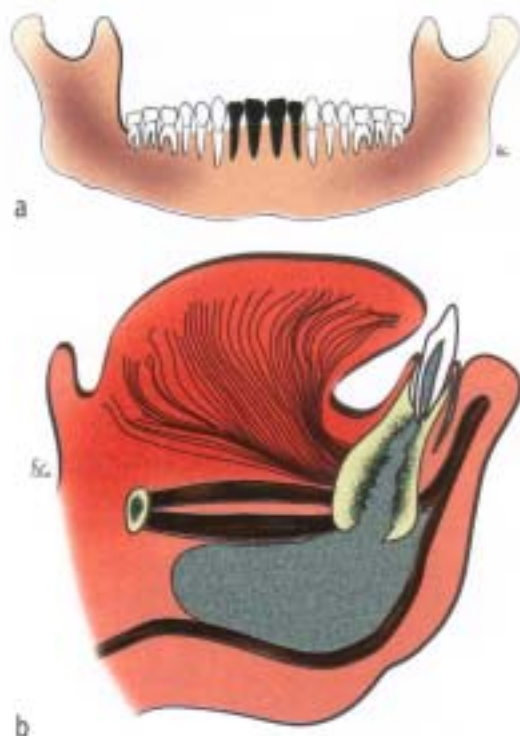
a – dinții cauzali; b – localizarea abcesului de spațiu submentonier – procesul patologic periapical erodează corticala sub inserțiile musculare de la nivelul corticalei externe și interne.
